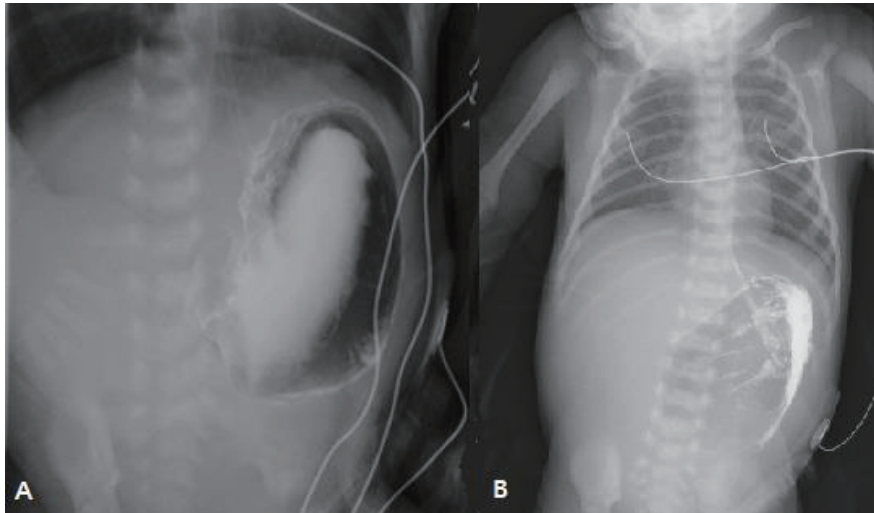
The finding of upper gastrointestinal series (UGI) and delayed plain X-ray in gastric outlet obstruction. (A) UGI showing the distended stomach with gas and contrast agent. (B) A contrast agent does not pass through a pylorus in 180 minutes delayed films.
